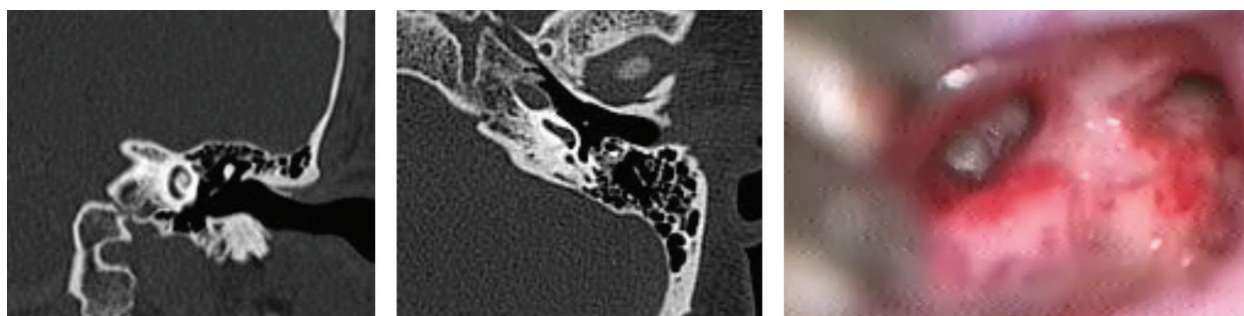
Больной А. Х., 20 лет, состояние спустя 2 месяца после менингита. Интраоперационно ниша круглого окна и начальные отделы базального завитка улитки осифицированы, КТ проводилась за 3 дня до операции, просвет улитки на всем протяжении в пределах нормы
